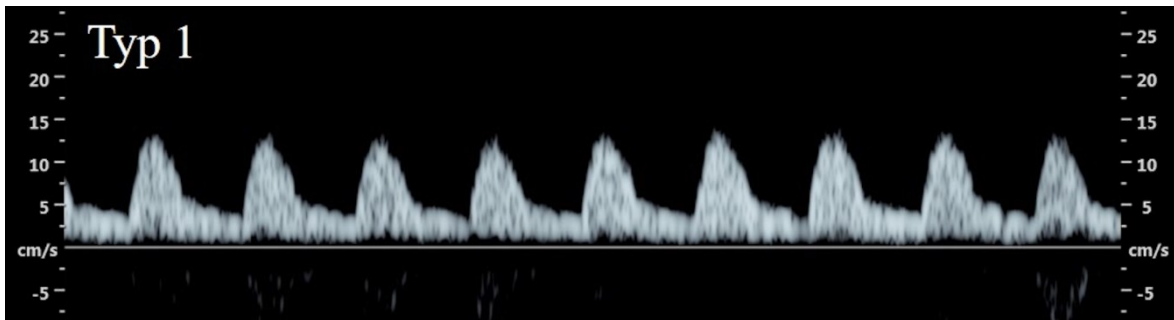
Doppler der A. umbilicalis mit positivem diastolischem Fluss (Steiner H, Schneider K-T, Dopplersonographie in Geburtshilfe und Gynäkologie. 4. Auflage, Berlin, Deutschland, Springer-Verlag GmbH, 2018)
